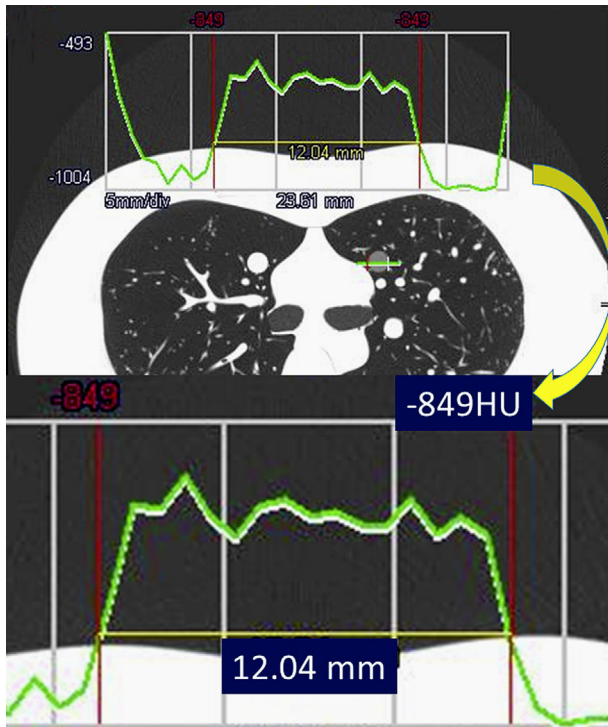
Profile curve. A ground-glass nodule (GGN) phantom with a density of -800 HU and a diameter of 12 mm was scanned on computed tomography (CT) using the chest phantom (N1 Langman of Kyoto Science Co., Ltd.). The change in the CT values across the nodule is depicted as a profile curve (green lines). The CT value at the boundary between the GGN and the normal lung parenchyma is -849 HU (red line), indicating that the distance between the red lines (the longest diameter of the nodule) is 12.04 mm (enlarged view). Almost all of the measurements made regarding both the CT value and diameter were considered to be accurate.
